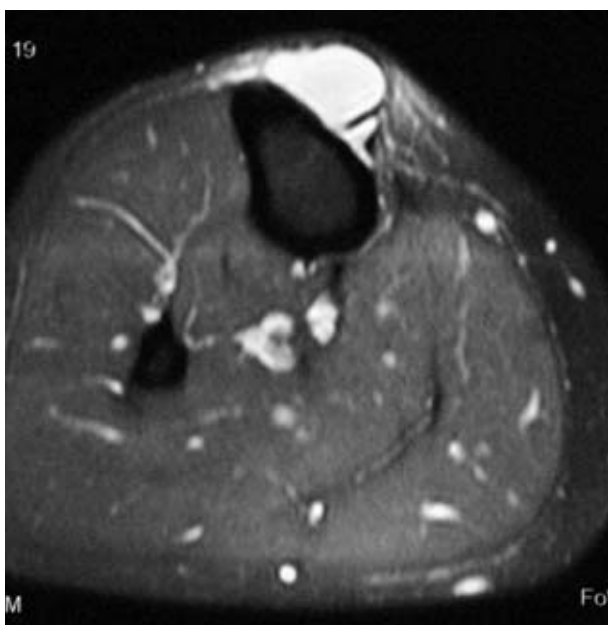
Caso 1. Imagen RMN. Señal de alta intensidad en T2.
